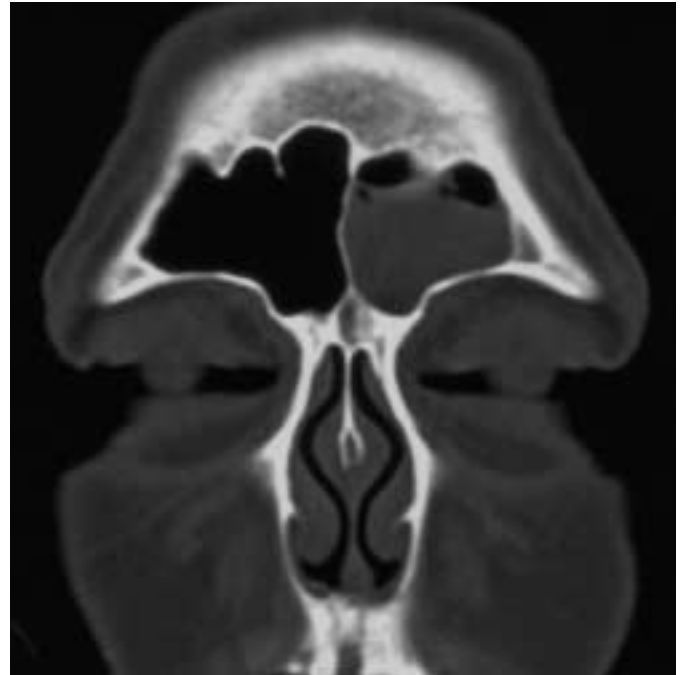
Coronale CT-scan (2003) toont hetzelfde beeld.
